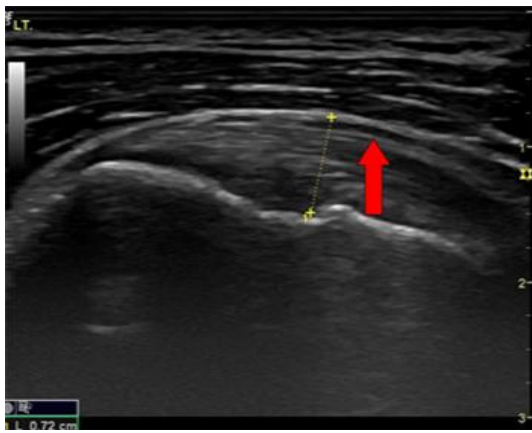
Ultrasound images of subacromial-subdeltoid bursitis (arrow).
